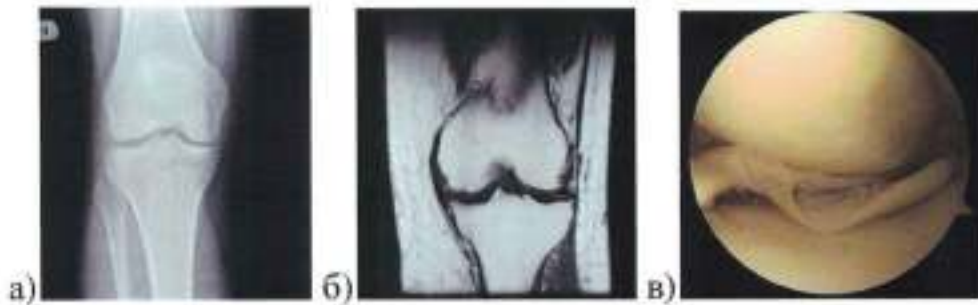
Методы прижизненного исследования коленного сустава: а) рентгенография; б) МРТ; в) диагностическая артроскопия.
